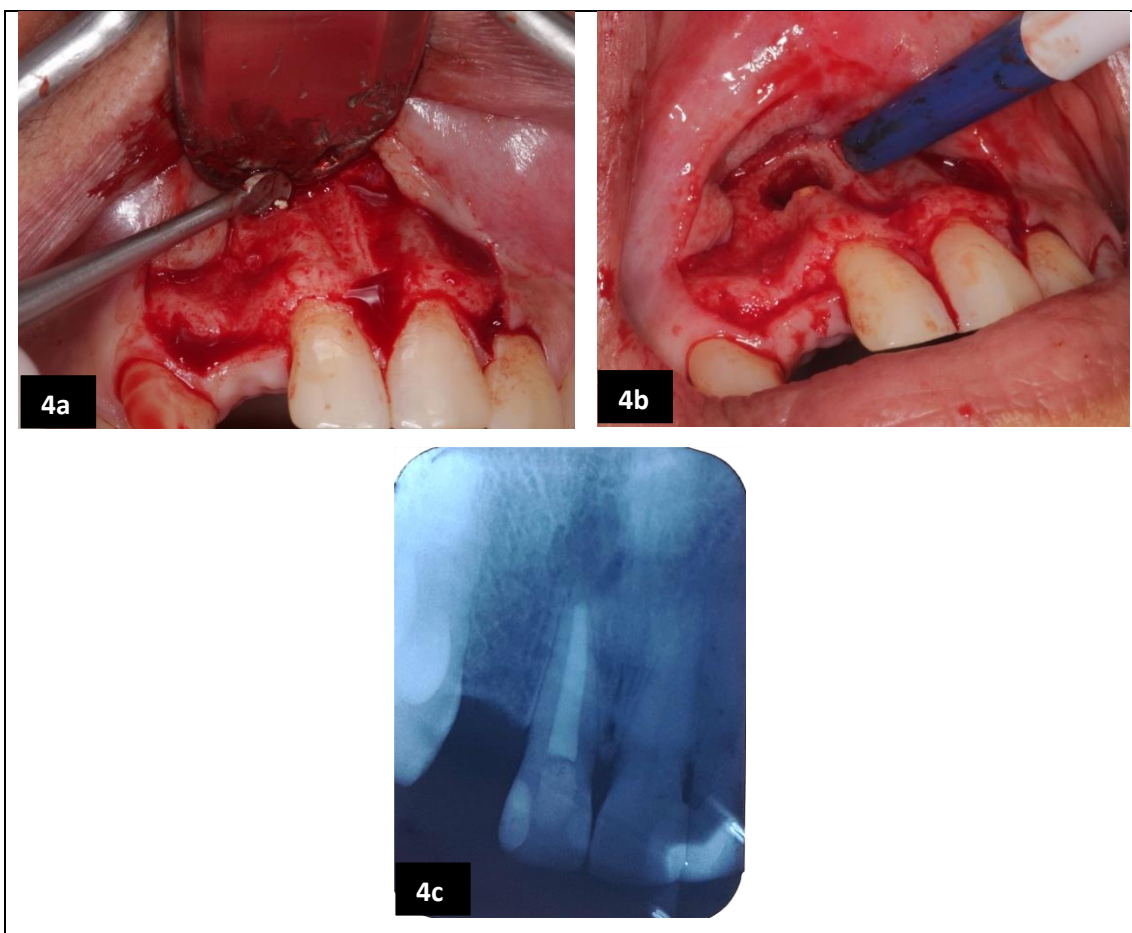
Identificação e remoção de material extravasado no ápice do dente 11 (4a). Detalhe da janela óssea e apicectomia (4b). Radiografia final periapical (4c)
